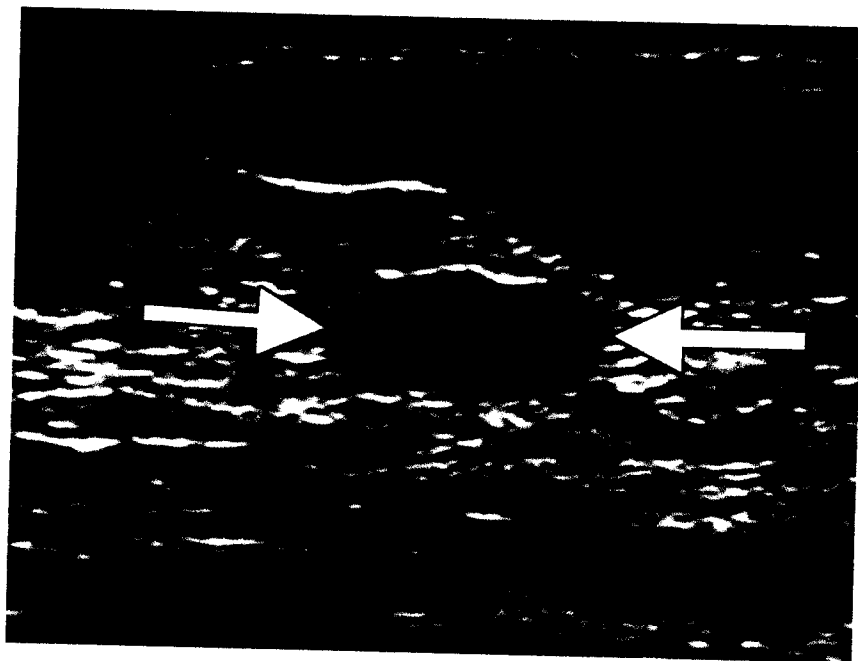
Échographie montrant 9mm masse bénigne.
